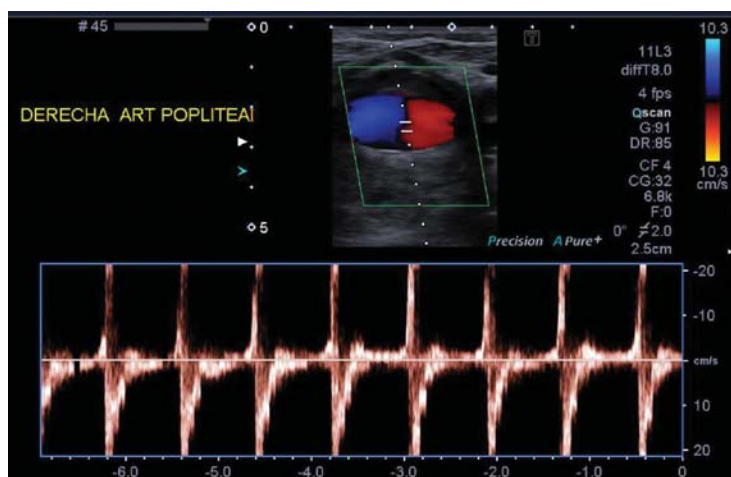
En hueco poplíteo imagen sacular de aproximadamente 4 cm correspondiente a la arteria poplíteo derecha con flujo arterial Doppler característico en yin yang.
